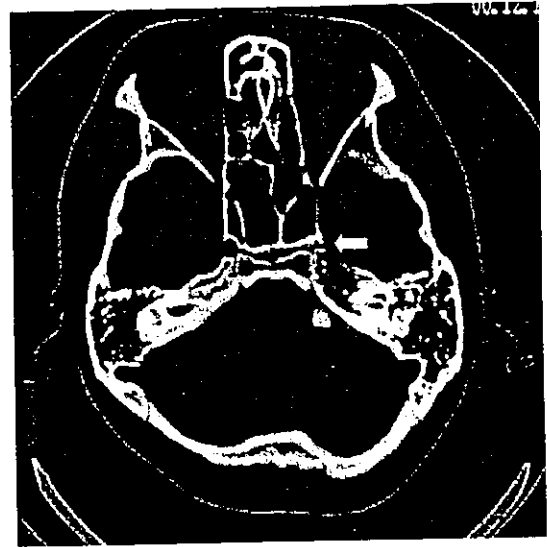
Skull base CT scan shows absence of the left carotid canal.
